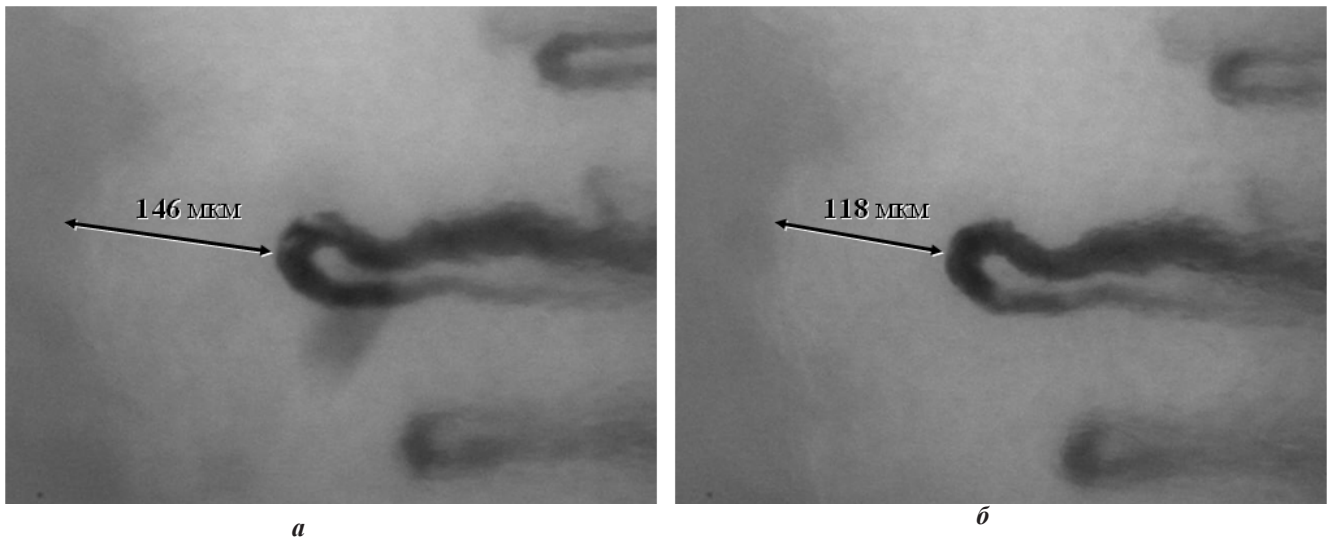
Размер перикапиллярной зоны (ПЗ): *а* — исходный; *б* — через 2 часа после окончания инфузии «Актовегина»
